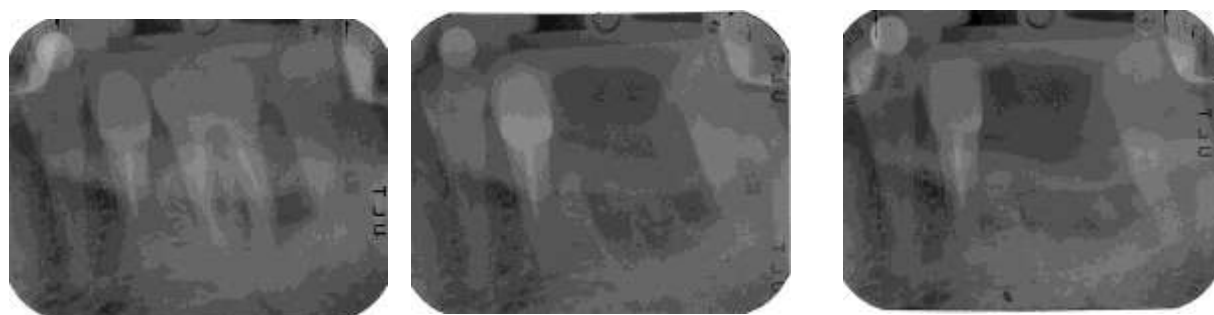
Radiographies rétro-alvéolaires du patient n°2 à T1, T2 et T3.C.V
